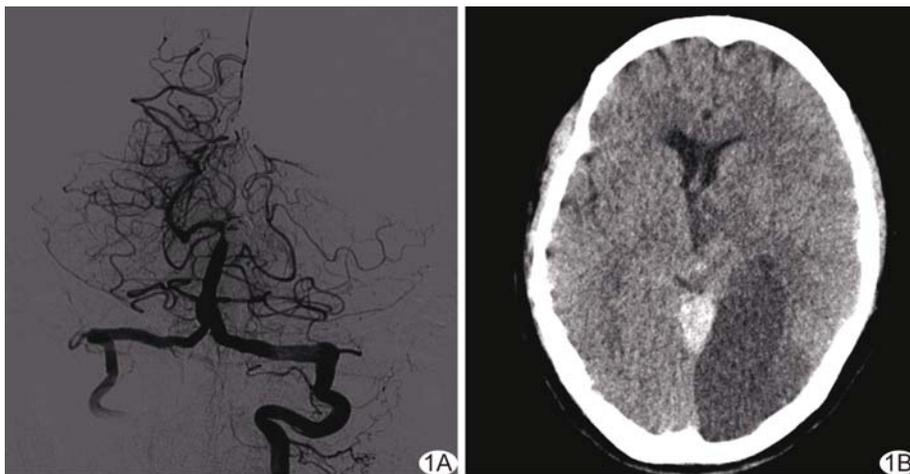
病例 1,患者女,47 岁 A. 弹簧圈移位造成左侧大脑后动脉闭塞; B. 术后 CT 示颞叶、枕叶低密度影
